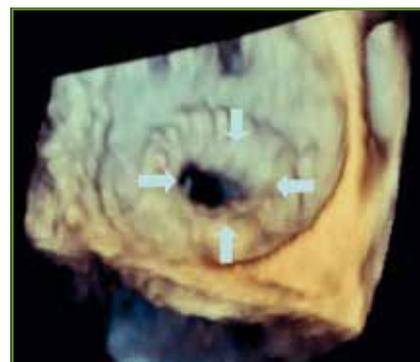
Vue ETO 3D (face auriculaire) d'un pannus sur une prothèse en position mitrale. Image arrêtée d'ETO 3D (réalisée par le Dr Barthelet, laboratoire d'échocardiographie, Hôpital Louis Pradel, Lyon); les flèches indiquent le pannus qui touche le côté auriculaire de l'anneau prothétique et réduit l'orifice fonctionnel.
